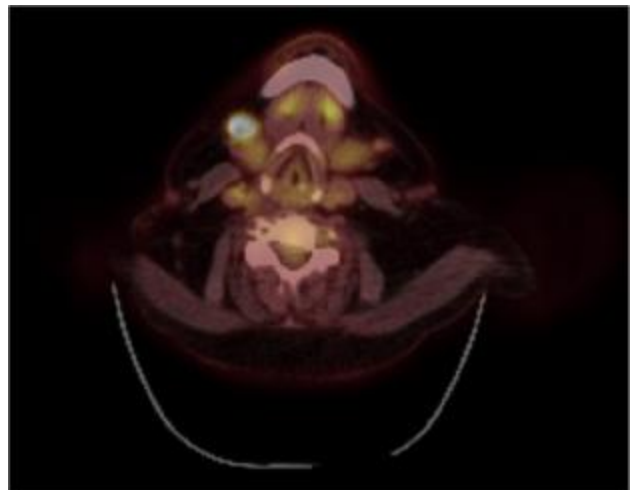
Axial positron emission tomographic computed tomogram showing avid fludeoxyglucose uptake in the right cervical level II node.
